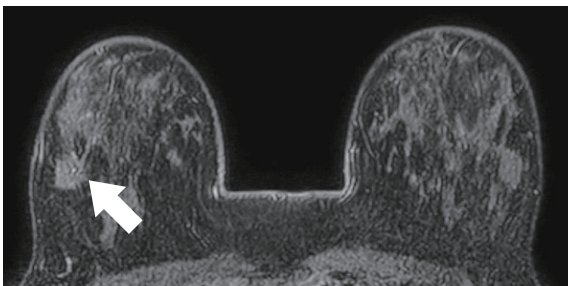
ダイナミック造影MRI(造影前、横断像)
